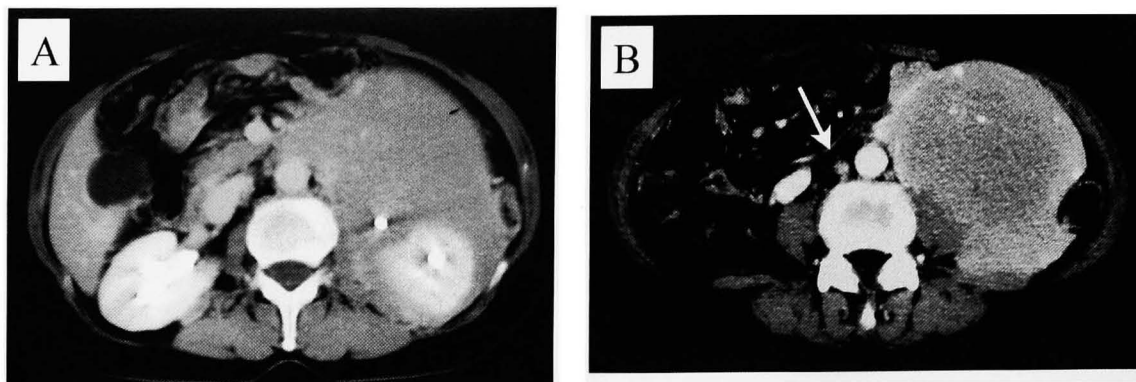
A: Enhanced CT shows a homogeneous hypodense mass arising in the perirenal space. The tumor presents a definite margin without the renal involvement. B: Para-aortic lymph node enlargement is seen (arrow).
